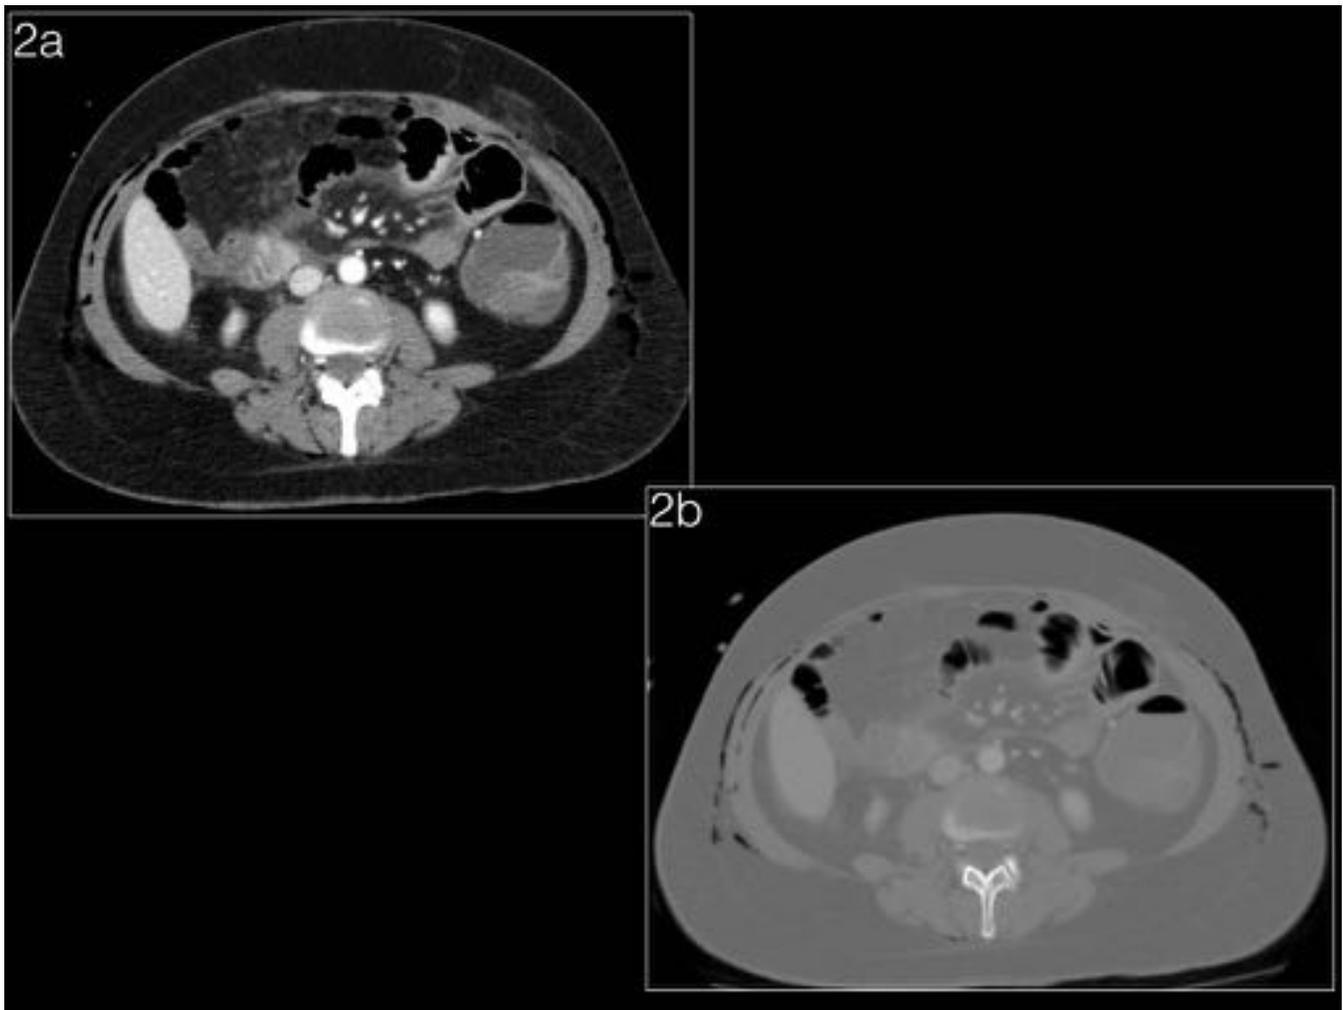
Paciente intervenido de hemicolectomía derecha laparoscópica. Presenta al primer día posquirúrgico dolor abdominal intenso. Imágenes de TC abdomino-pélvico en axial, visión ventana partes blandas y mismo corte en ventana pulmón. Se identifican burbujas de aire ectópico en peritoneo y pared abdominal por intervención reciente.
